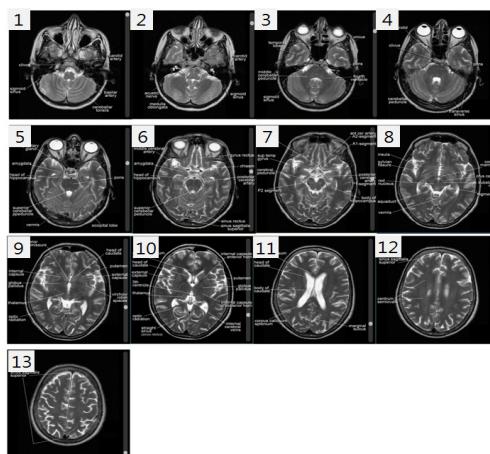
Representative template of brain MRI
